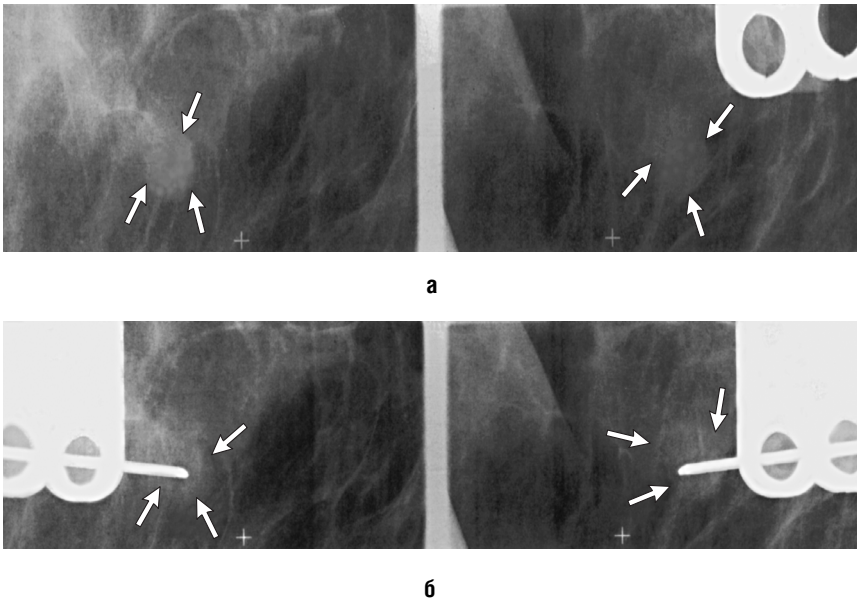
Биопсия образования под рентгенологическим контролем: а — стереограммы молочной железы; б — контрольные стереомаммограммы
